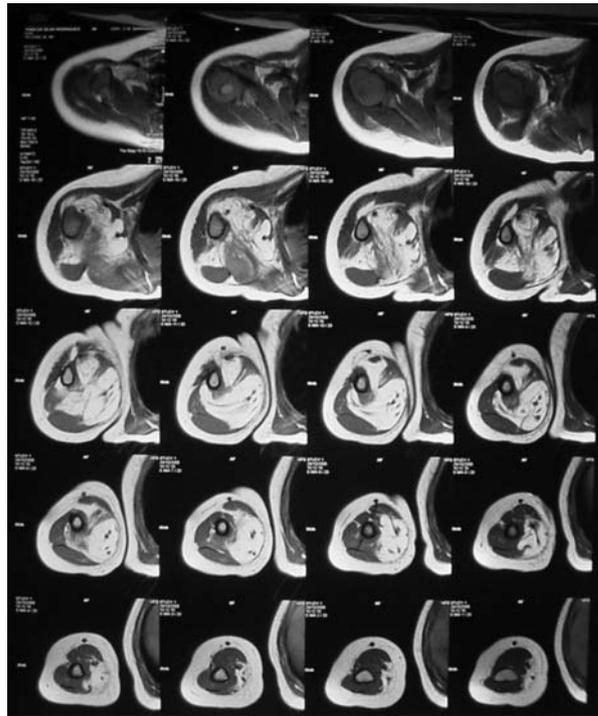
Ressonância magnética nuclear, corte transversal, demonstrando a lesão, sua relação com as estruturas vâsculo-nervosas do braço e úmero.
